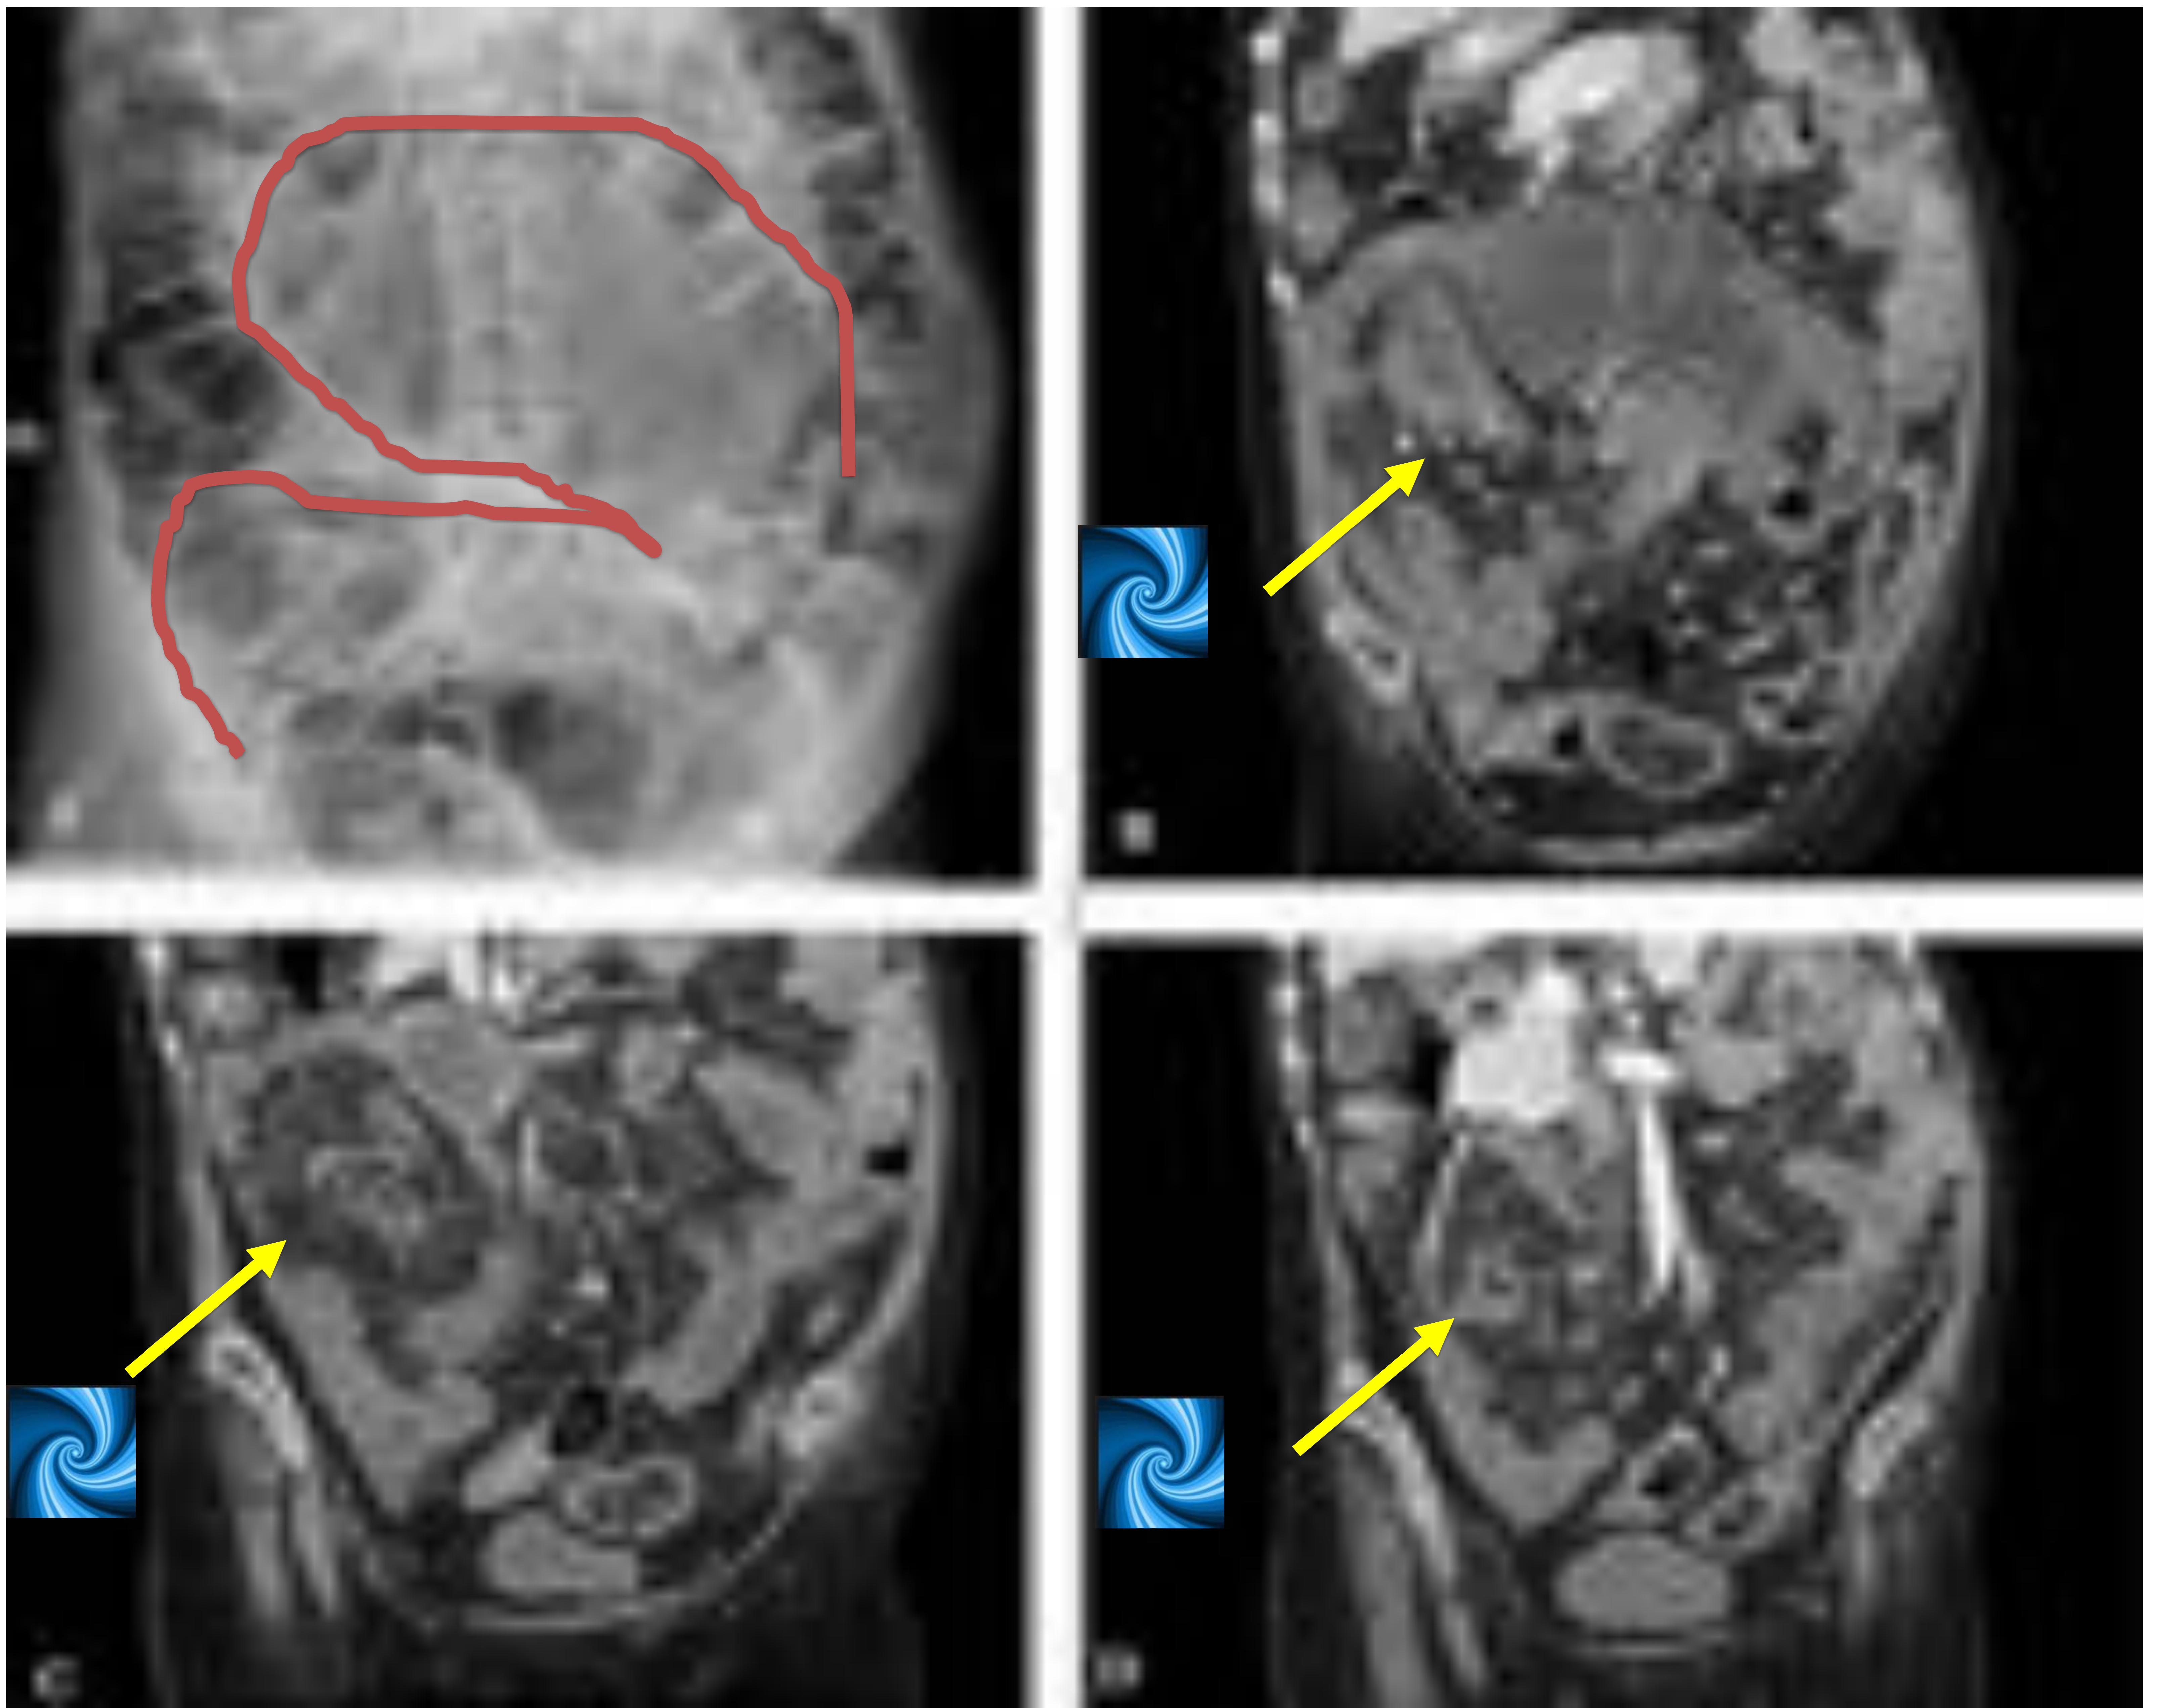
Radiografía simple de abdomen (figura A), (cortes coronales por MPR de TC abdominopélvico con CIV: (figura B, C y D).
